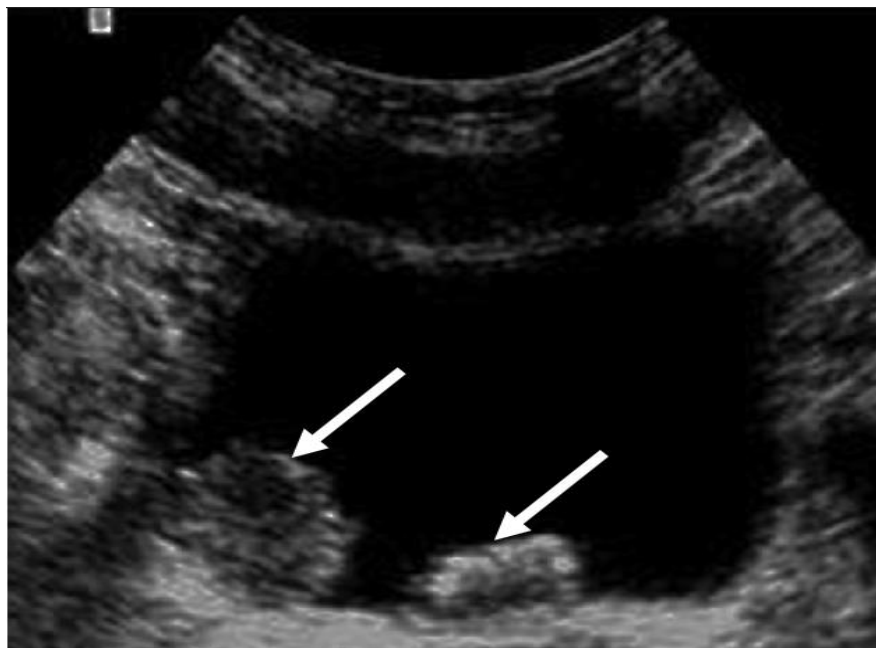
Image échographique montrant une tumeur vésicale multifocale (*Photo de notre étude*)
